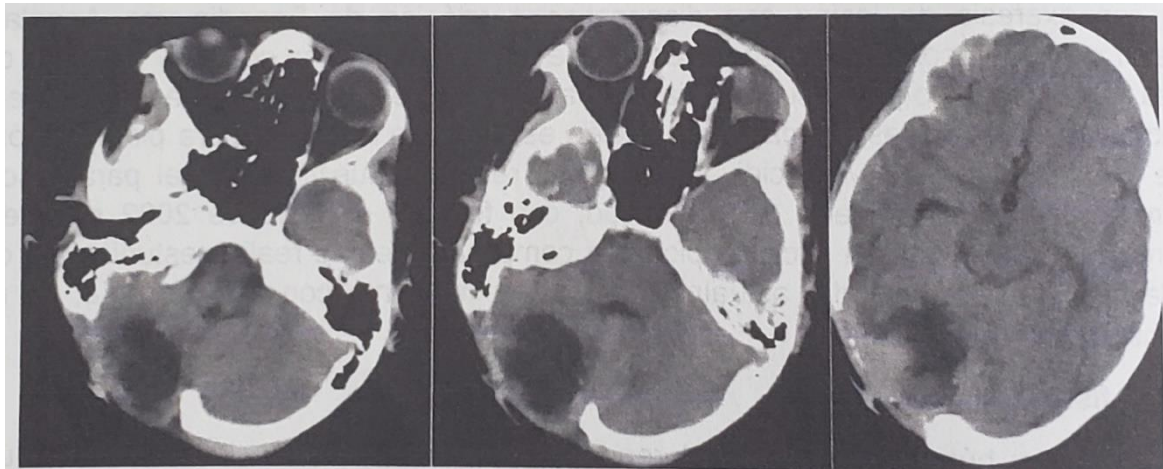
Tomografía Axial Computarizada de Cráneo Simple
